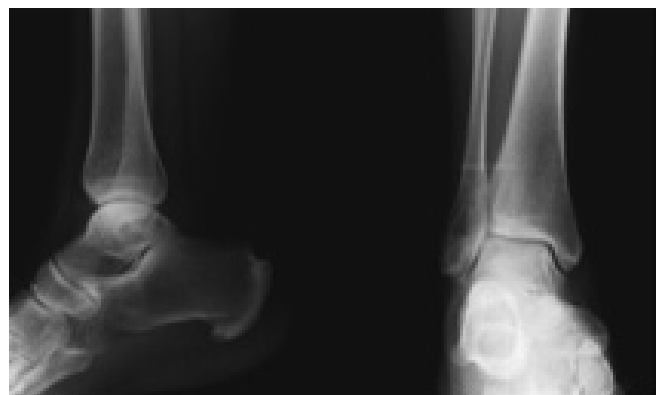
Radiografia do tornozelo direito – controlo aos 6 meses de seguimento.
